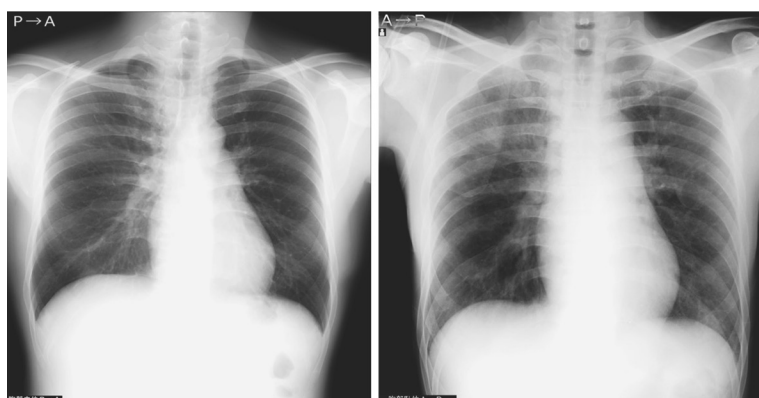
胸部単純写真 (左：初診時, 右：入院時)
